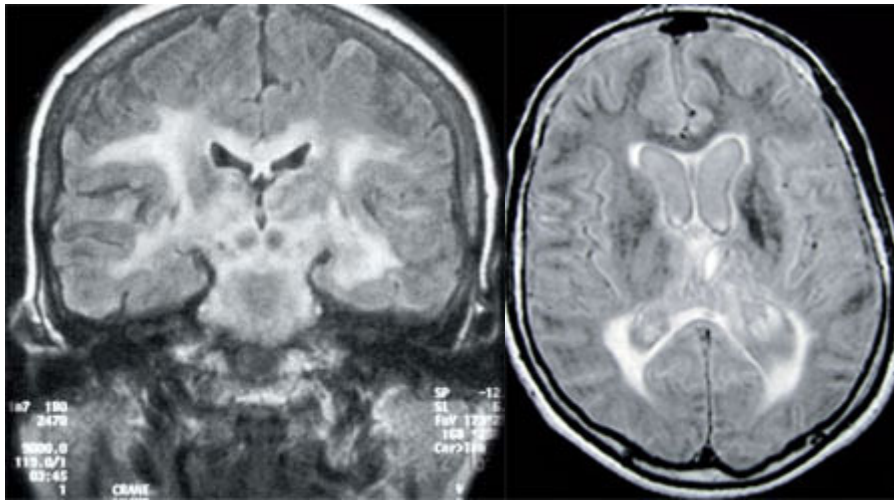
IRM séquence Flair, incidence coronale. Atteinte diffuse de la substance blanche. Diagnostic d'un lymphome primitif du système nerveux central.
